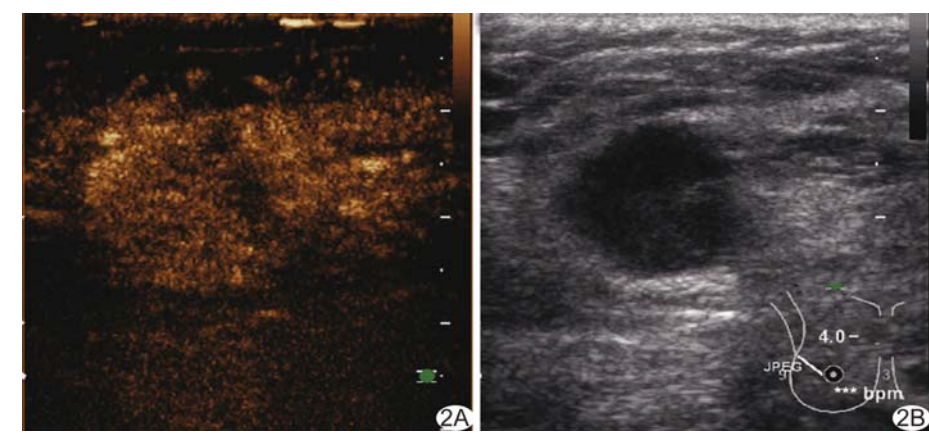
患者女, 49 岁, 浸润性导管癌 A. 超声表现为实性低回声, 边界不清, 形态不规则; B. CEUS 表现为快进不均匀性高增强, 增强后病灶明显增大(符合 A 预测模型)
